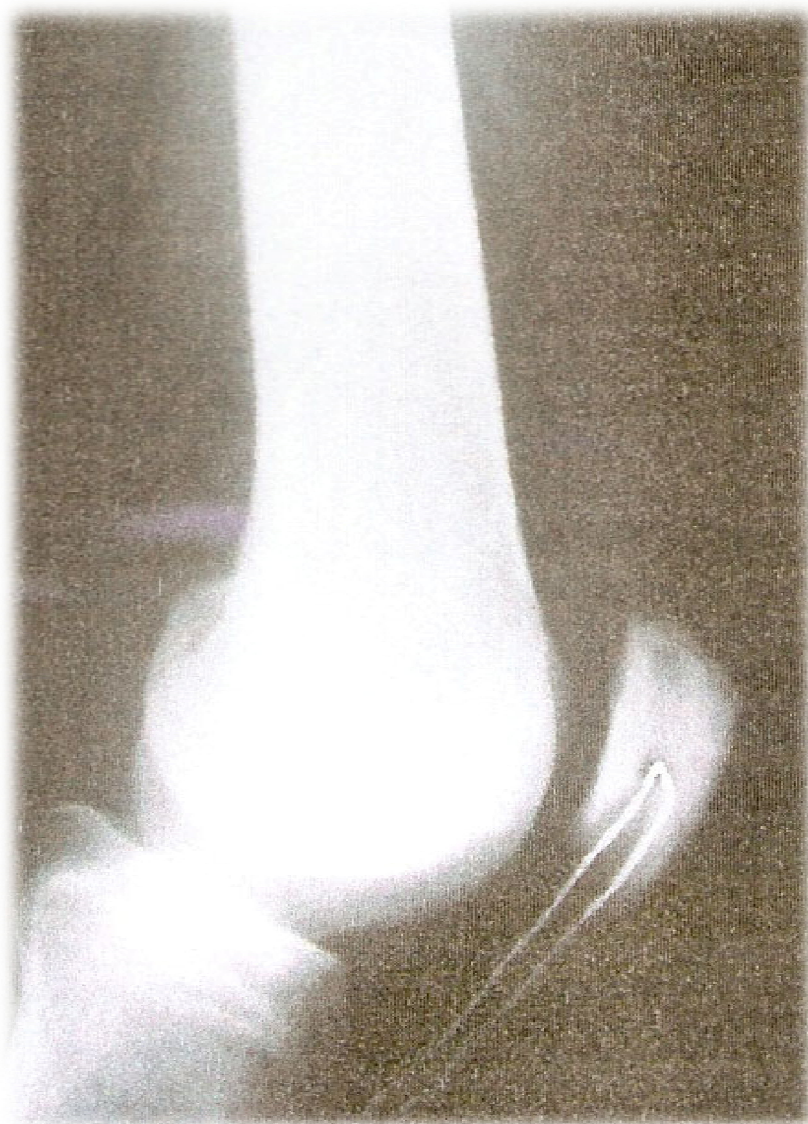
Radiographie du genou de profil de contrôle
